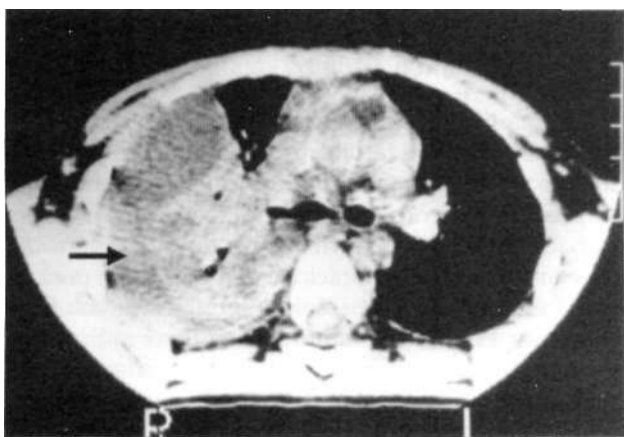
Tomografia computadorizada de tórax. Empiema multisseptado, à direita (seta).
